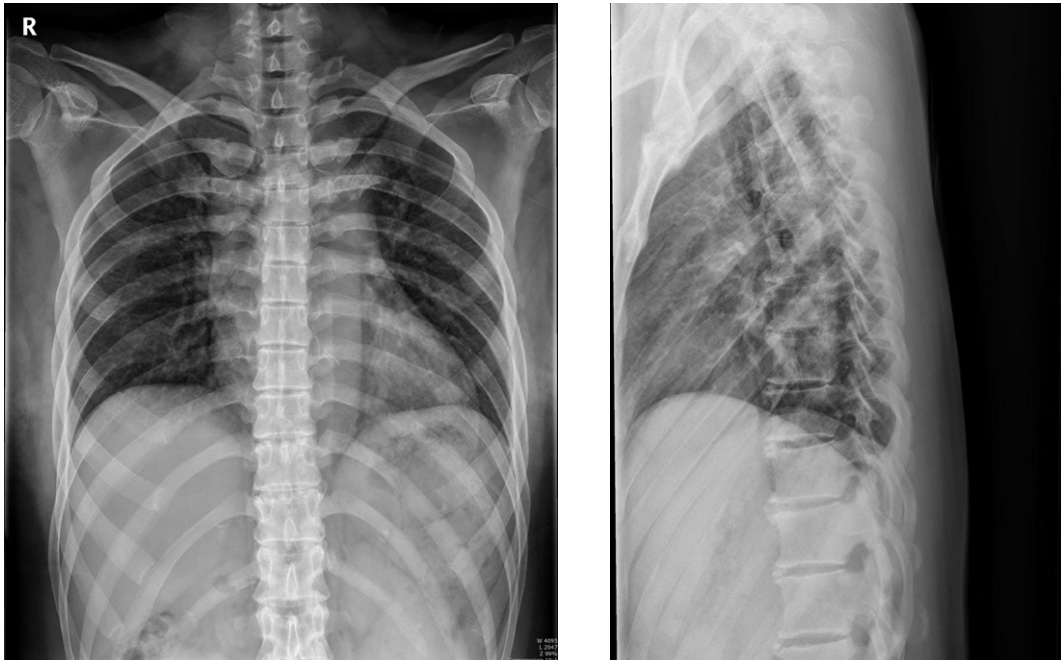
T-spine X-ray AP&Lat(2014.9.5).
